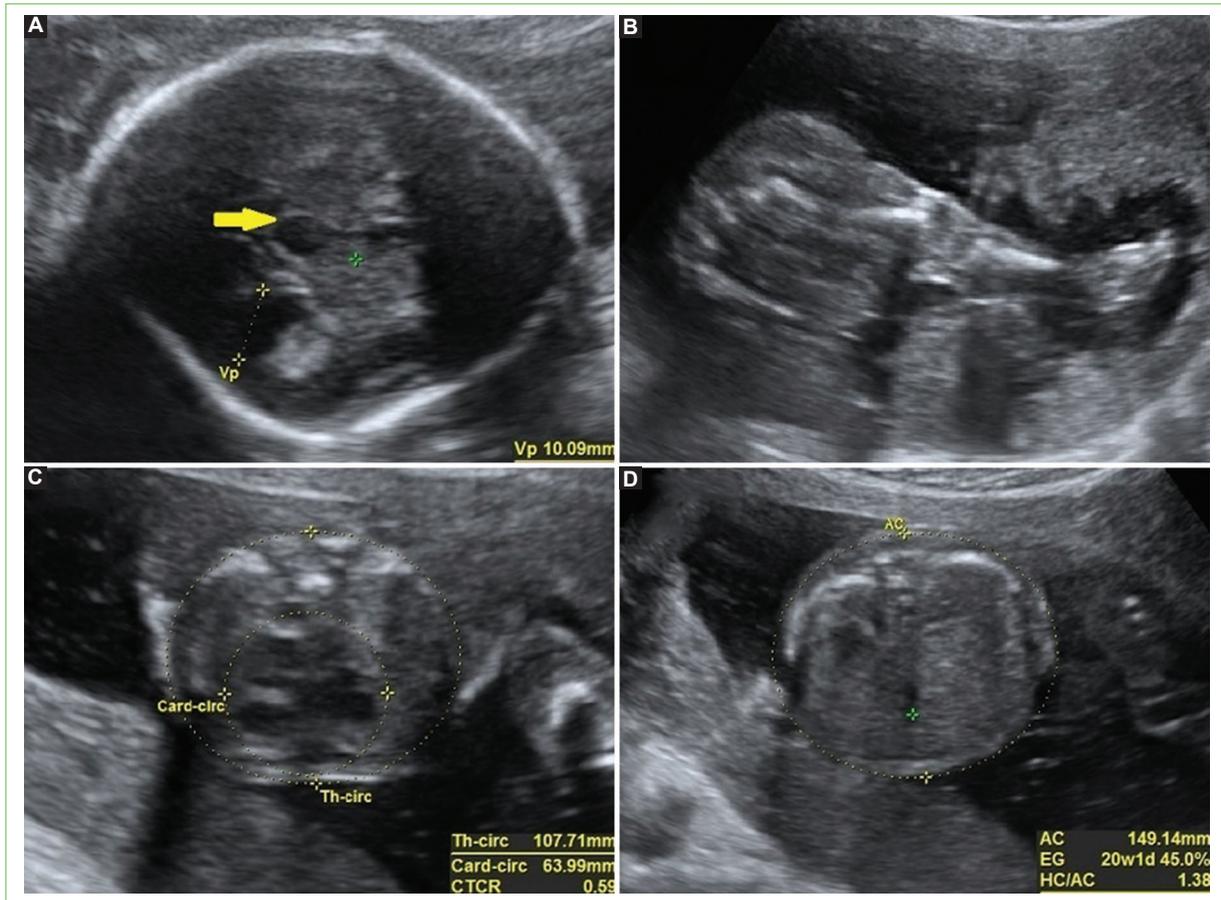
20-week fetal ultrasound. A: axial section of the fetal skull, third ventricle (yellow arrow), and lateral ventricle dilation; B: lower limb, femur, and tibia can be observed with a length below 1st percentile, no angulations, fractures, or hypoechoogenicity; C: axial section of thorax, thorax with a perimeter below percentile 1, normal cardiac circumference, high cardiothoracic ratio, > 0,35. D: axial section of the abdomen, normal abdominal perimeter, suggesting thorax/abdomen disproportion.
